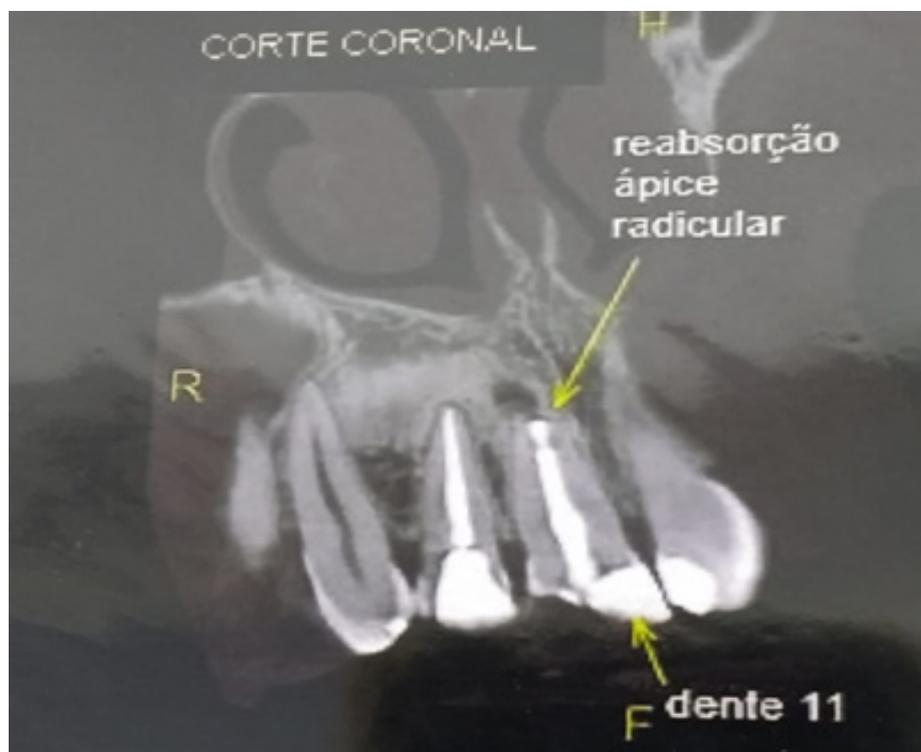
Imagem do corte coronal da tomografia apontando a reabsorção.
